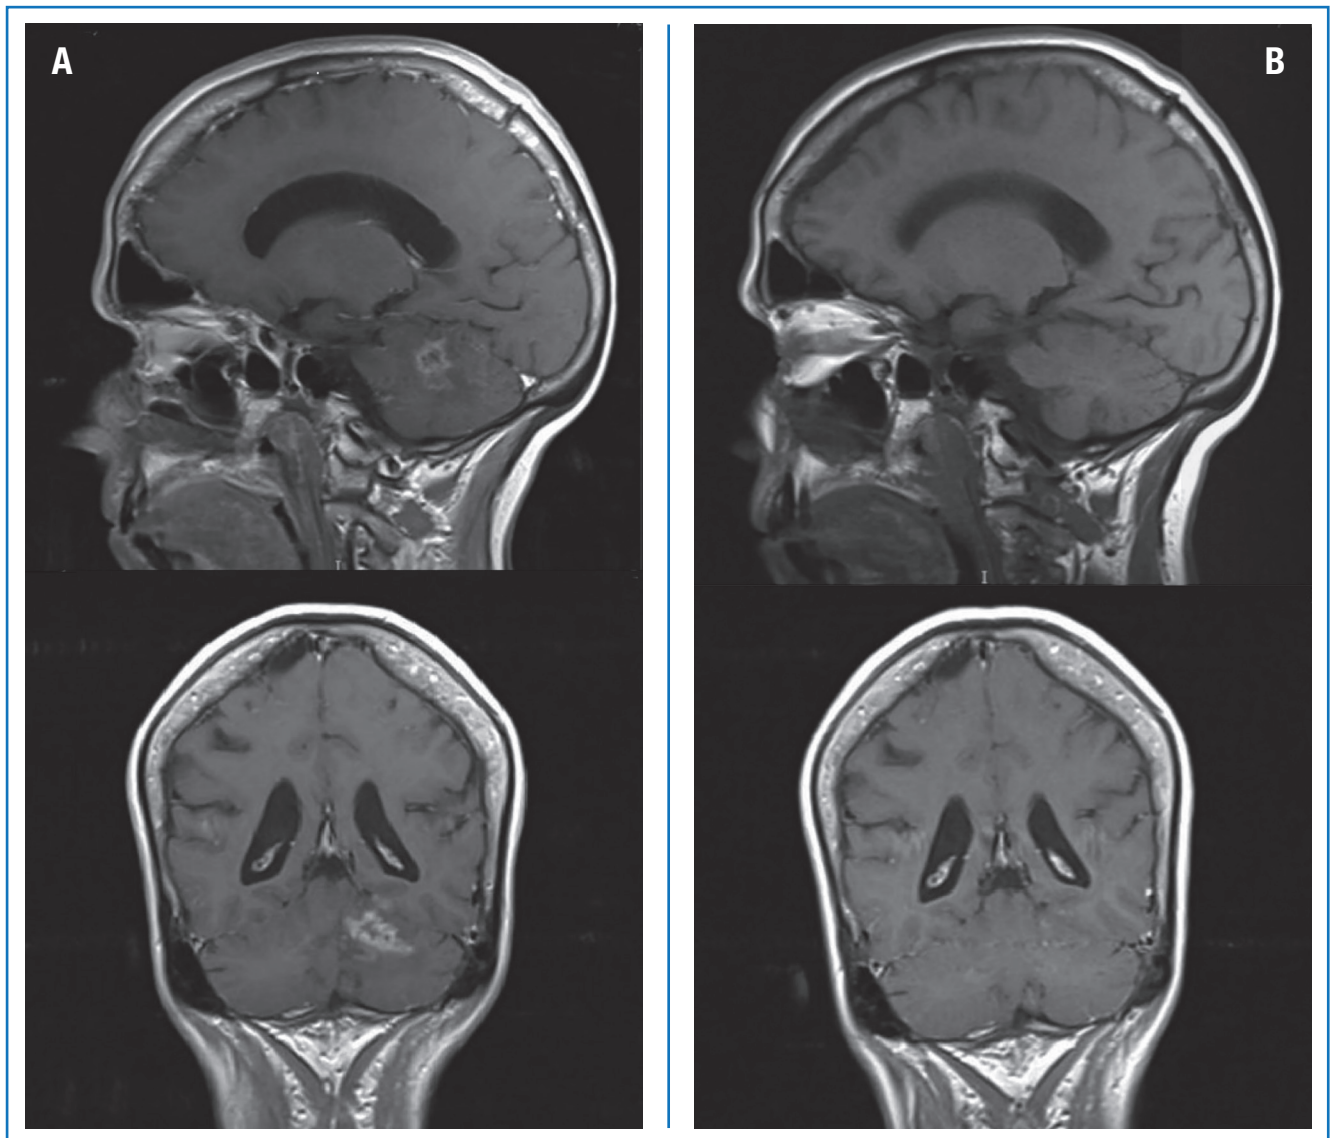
RM dell'encefalo (A) prima dell'inizio del trattamento con lapatinib + capecitabina (giugno 2017) e (B) in corso di trattamento (ottobre 2017).
